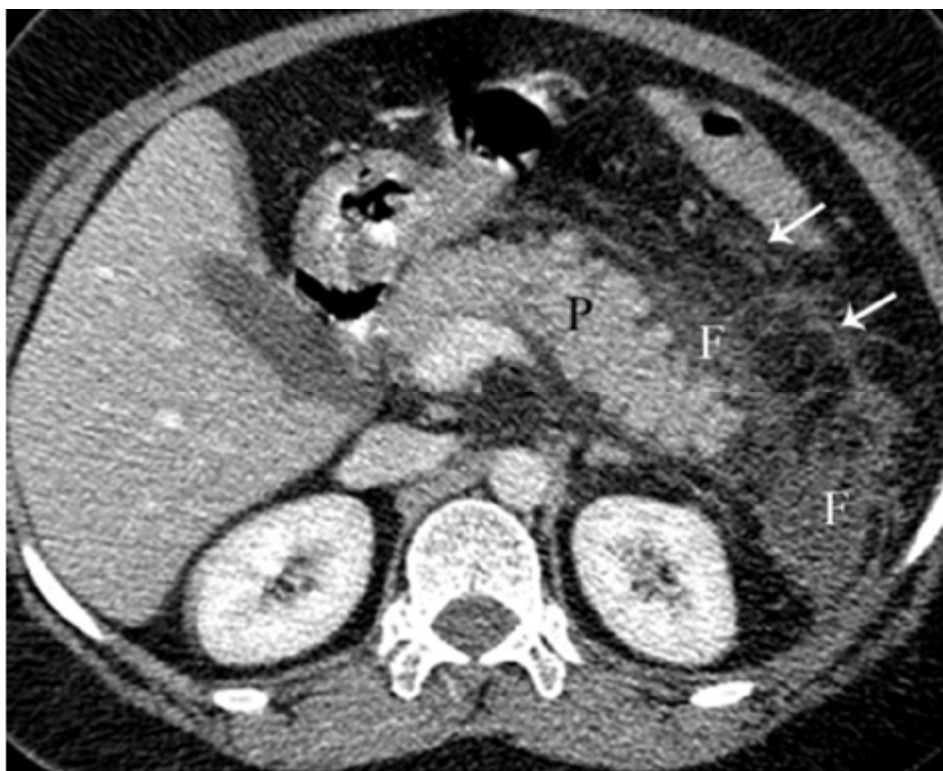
Coupe scannographique d'une pancréatite œdémateuse interstitielle et des calculs biliaires. L'image par TDM avec produit de contraste, réalisée trois jours après la survenue d'une crise aiguë, montre un cordage (stranding) important de la graisse péripancréatique (flèches), un épanchement liquide péripancréatique aigu (F) s'étendant jusqu'à l'espace pararénal antérieur gauche et un épaissement du fascia de Gerota gauche (P : pancréas)
